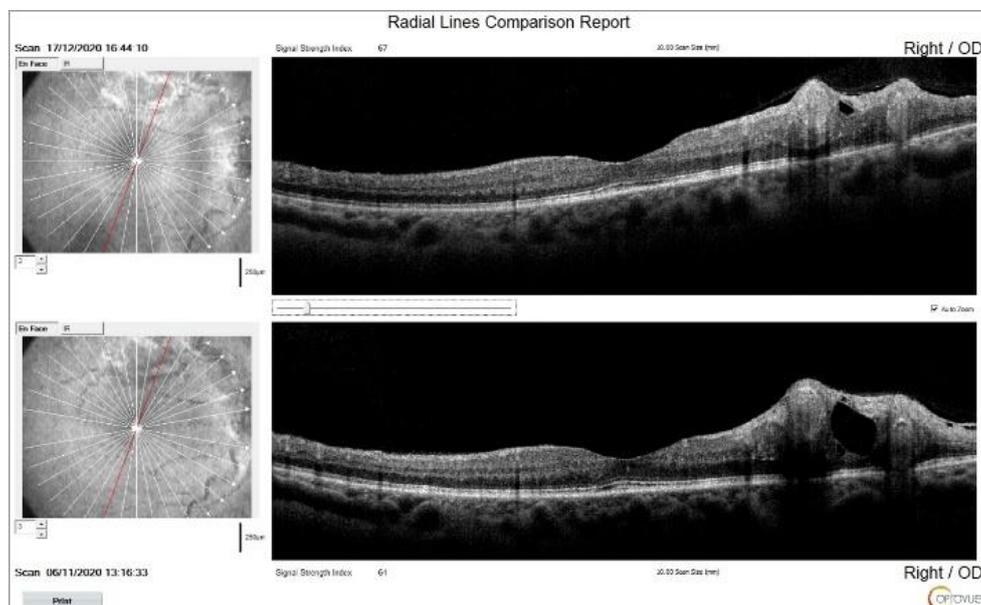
Данные оптической когерентной томографии после лечения: регресс отека внутренних слоев сетчатки, уменьшение количества интравитреальных кист, восстановление фовеолярного профиля
